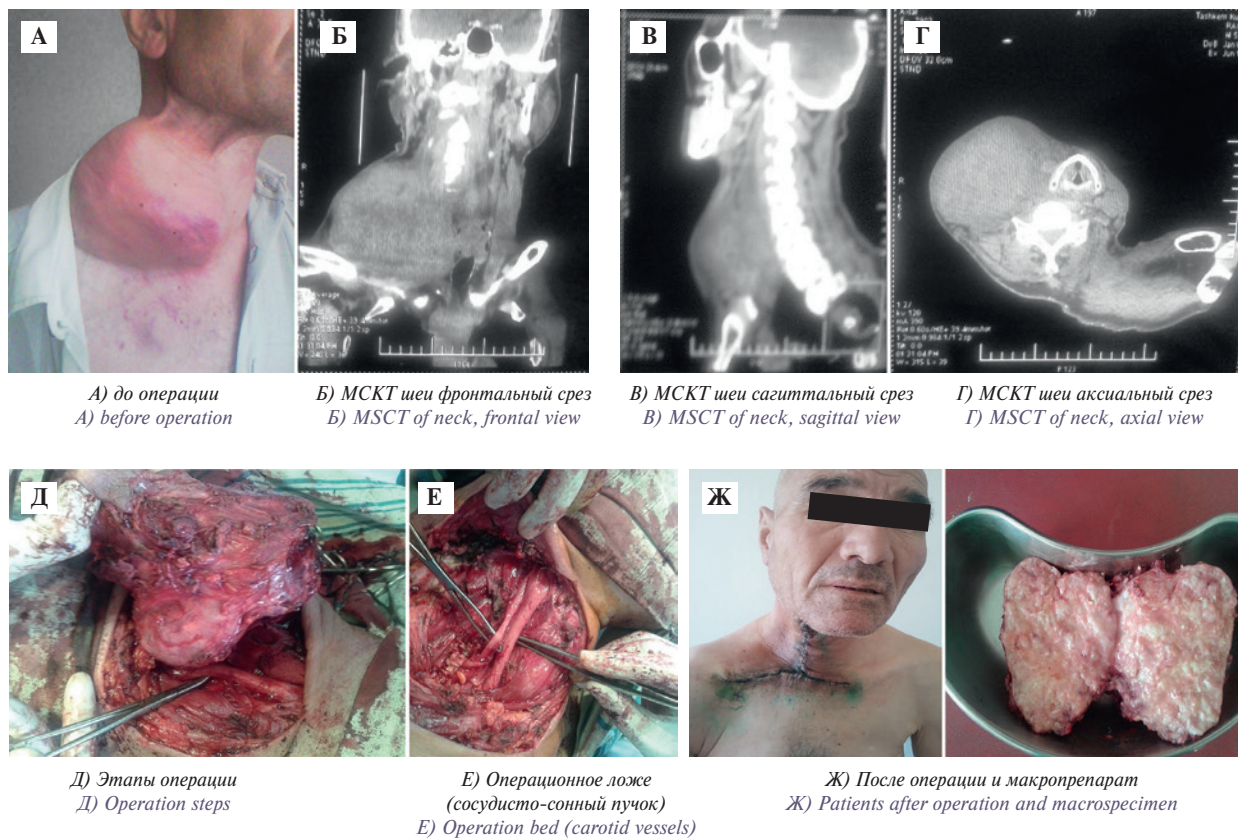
Внешний вид больного С-г шейного отдела пищевода с метастазами в надключичную область справа до перации (А), МСКТ шеи (Б–Г), этапы операции (Д–Е), внешний вид больного после операции (Ж)
